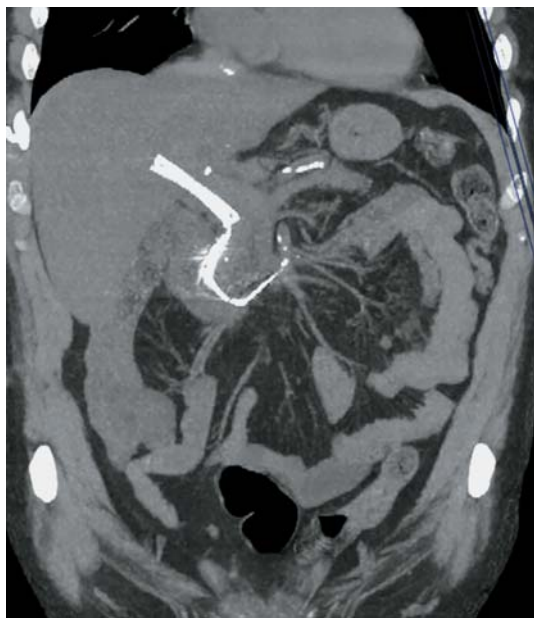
Компьютерная томограмма. Покрытый нитиновый стент в желчном протоке. Из устья ОЖП выстоит дистальная часть лассо.
